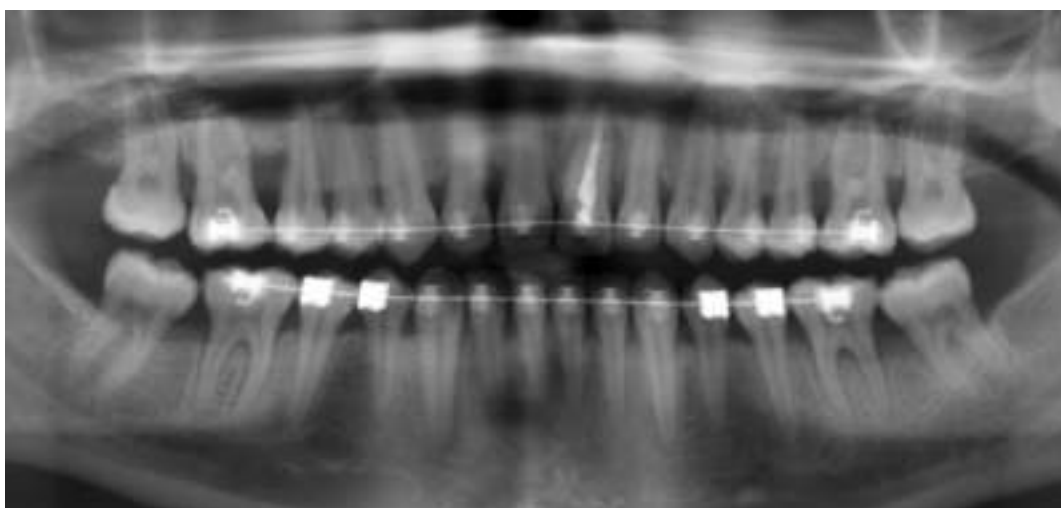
Ортопантомограма хворої Г. на етапі ортодонтичного лікування (23.11.2018 р.)
